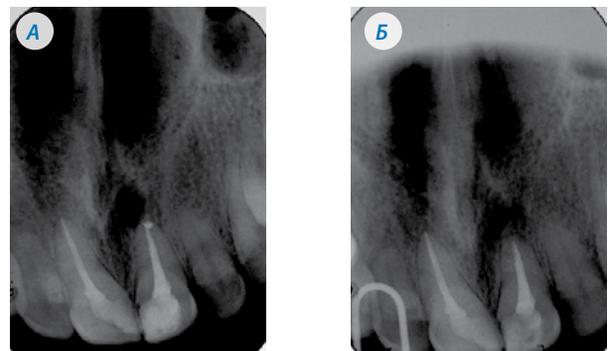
Рентгенограммы 2.1 зуба пациентки Е. до лечения (А) и через 6 месяцев после лечения (Б)
